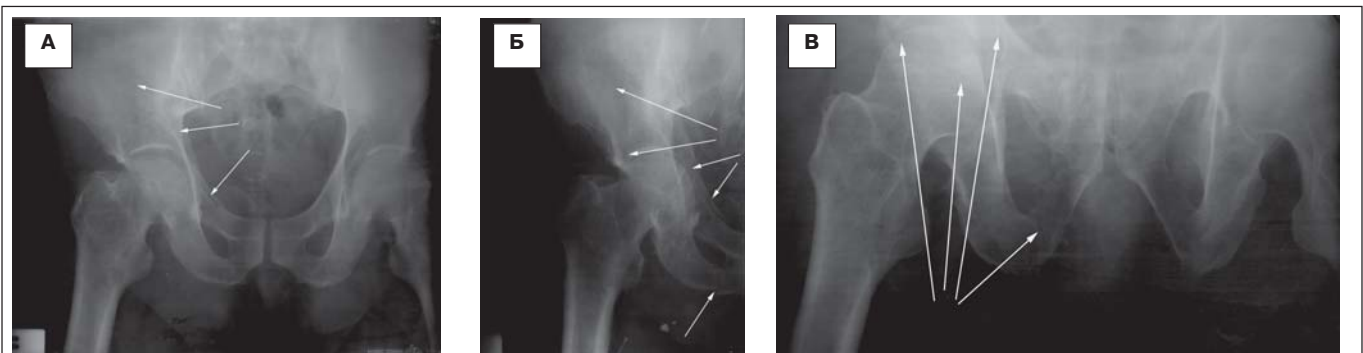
Рентгенограммы перелома вертлужной впадины. Стрелки указывают место перелома. А – обзорная проекция. Б – косая подвздошная проекция. В – проекция выхода из таза
